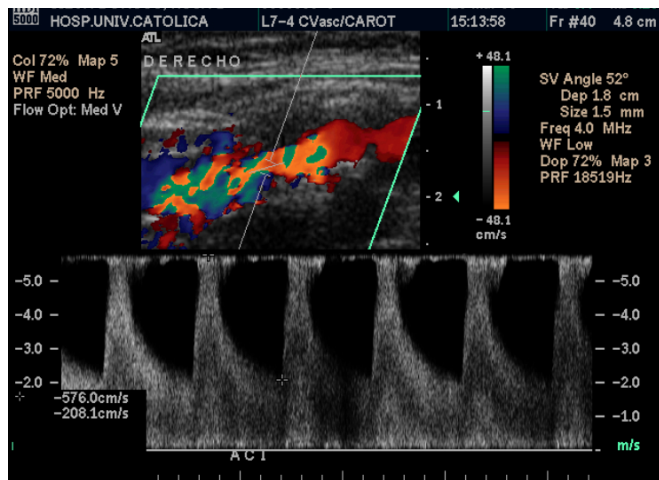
Eco Doppler carotídeo demostrativo de estenosis >70%, con velocidad sistólica máxima de 576 cm/sec. y velocidad de fin de diástole de 208 cm/sec.
